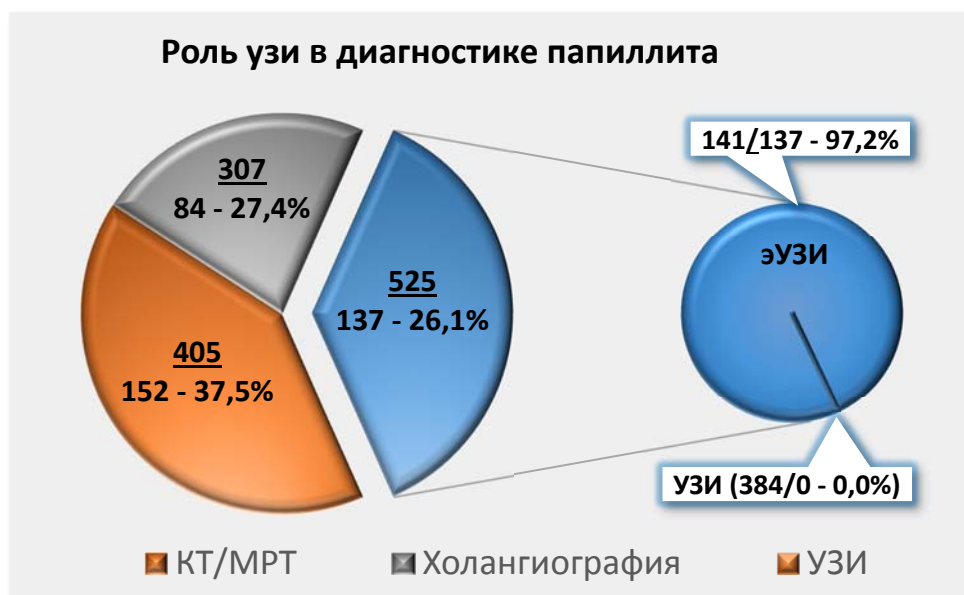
Результативность методов УЗИ в диагностике папиллита.
